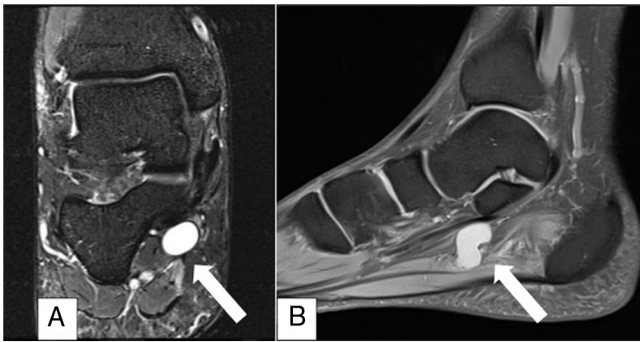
Corte coronal (A) y sagital (B) de RM donde se observa nueva lesión quística redondeada (flecha continua).
